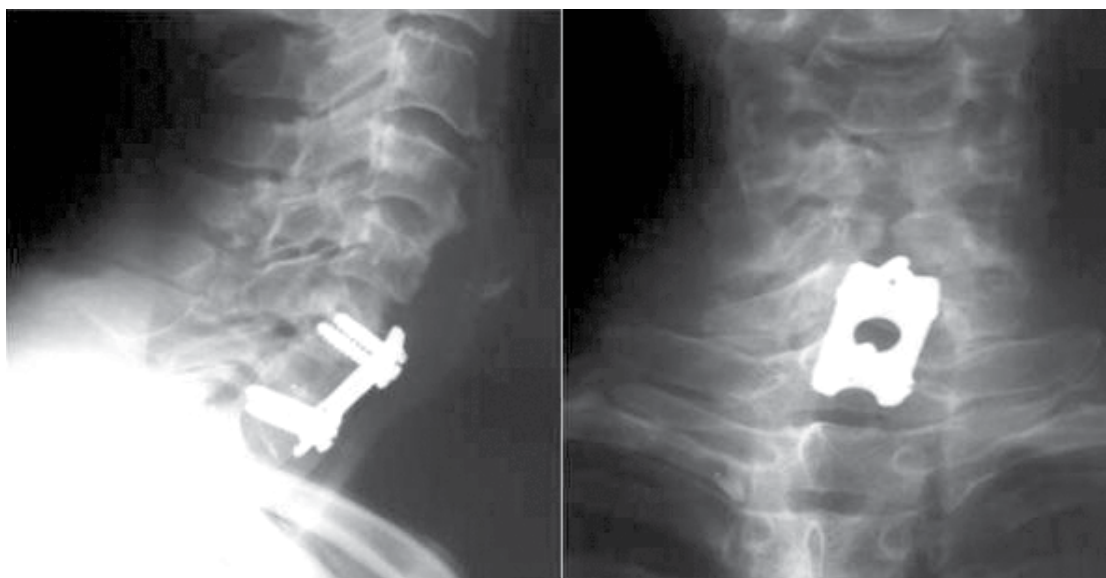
Radiografía de control en vista lateral y anteroposterior a las 5 semanas del postoperatorio
